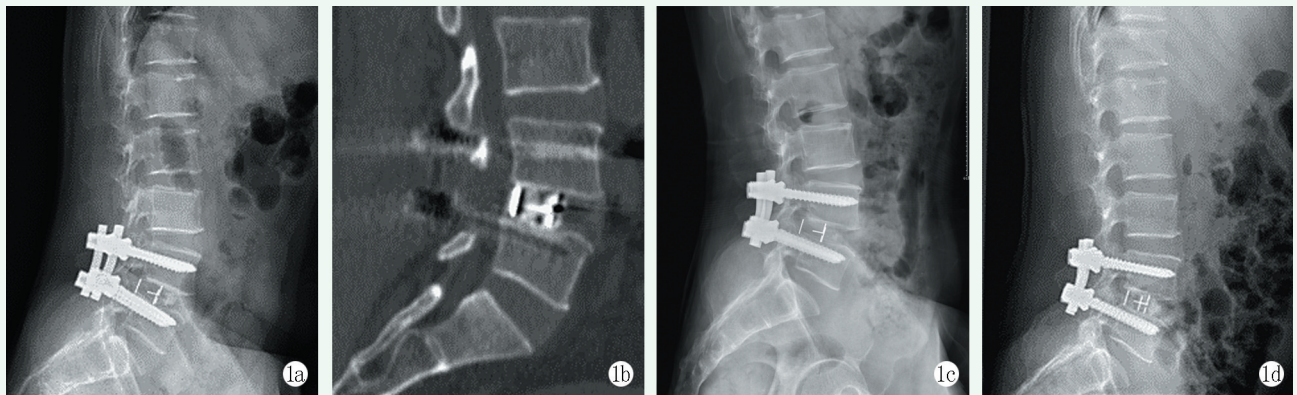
患者，男，63 岁，L_{4/5} 椎管狭窄症，行后侧肌间隙通道下 TLIF。1a: 术后腰椎侧位 X 线片示腰椎生理弧度可，L_{4/5} 椎间隙高度部分恢复，椎弓根螺钉及椎间融合器在位良好；1b: 术后腰椎 CT 平扫并矢状面重建示 L₅ 椎体上终板损伤，融合器平椎体后缘；1c: 术后 2 个月侧位 X 线片示腰椎生理弧度良好，椎弓根螺钉在位良好，椎间融合器向后轻度移位；1d: 术后 32 个月侧位 X 线片示腰椎生理弧度良好，L_{4/5} 椎间隙高度维持良好，椎弓根螺钉在位良好，椎间融合器无进一步移位。
